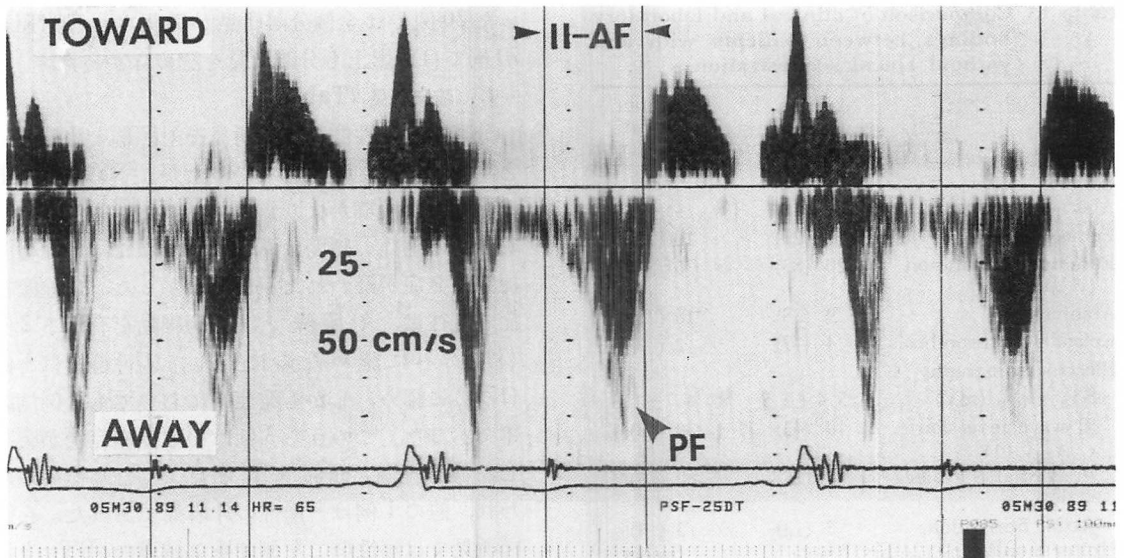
Measurement of the time interval from the aortic closing component of the second heart sound to the onset of diastolic filling into the sequestered apical cavity (IIa-apical filling time) using pulsed Doppler echocardiography.
